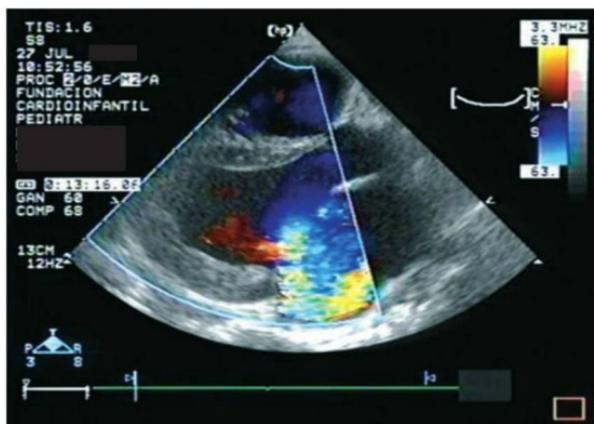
Eje largo con doppler color de un paciente con secuelas de fiebre reumática y prolapso de la valva septal de la mitral, donde se muestra la gran insuficiencia mitral, por un jet que se dirige entre las dos valvas hacia la pared posterior de la aurícula izquierda (AI), la que se encuentra muy dilatada, generando una sobrecarga muy importante de volumen en el ventrículo izquierdo (VI).
